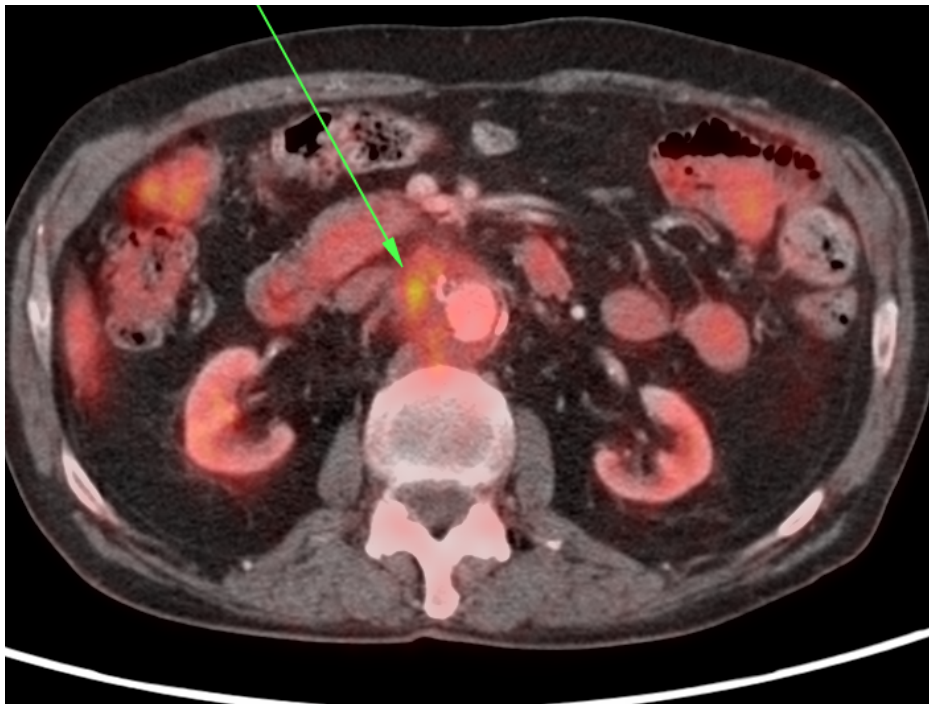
Hipercaptación de 18-FDG captado mediante PET-TC en pared aneurismática
